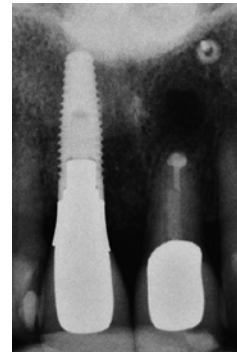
補綴装置装着時の Periapical X 線像。上顎左側中切歯の根尖部透過像は術後の癒着で治療の必要が無いことが診断された。
